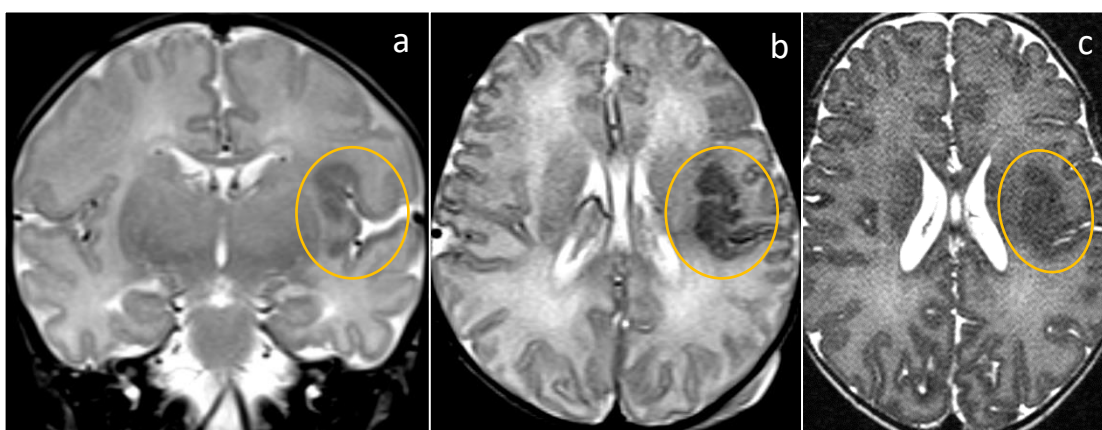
(a) RM aos 3 dias de vida, T2, corte coronal (b) RM aos 3 dias de vida, T2, corte axial (c) RM ao mês de vida, T2, corte axial. Círculos amarelos- hipointensidade cortical e subcortical marcada na região da fissura de Sylvius, à esquerda.
